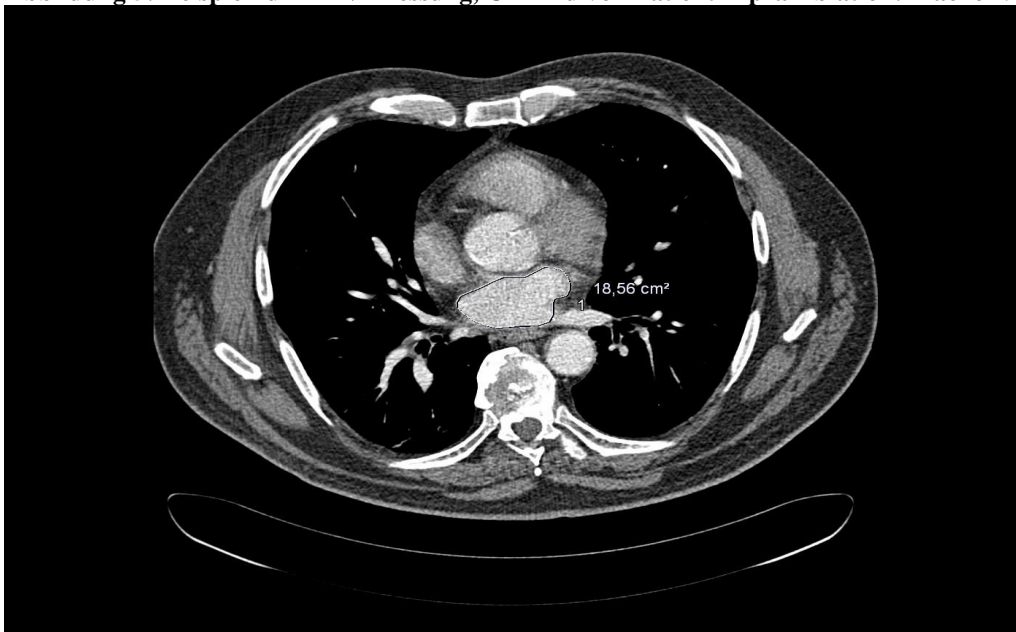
Beispiel für LAV-Messung, CT Bild von Patient X post Ablation: Fläche 18,56 cm²
